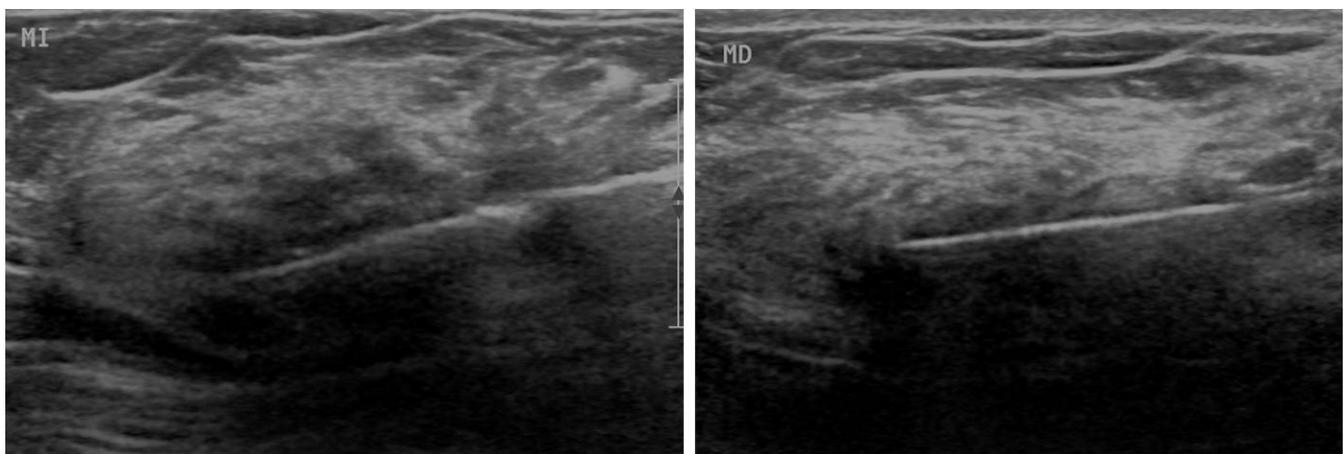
Paciente 2. BAG guiada por ecografía (14G) de las lesiones bilaterales.
